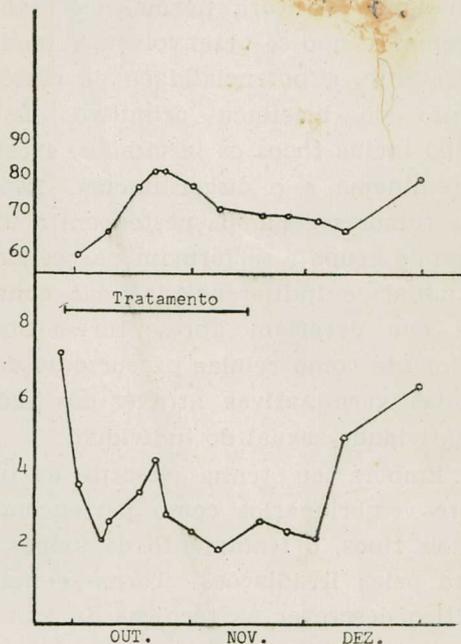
Leucometria global e dosagem de hemoglobina no sangue periférico em um caso de tumor de Wilms, durante e depois do tratamento pelos banhos de roentgenerapia
